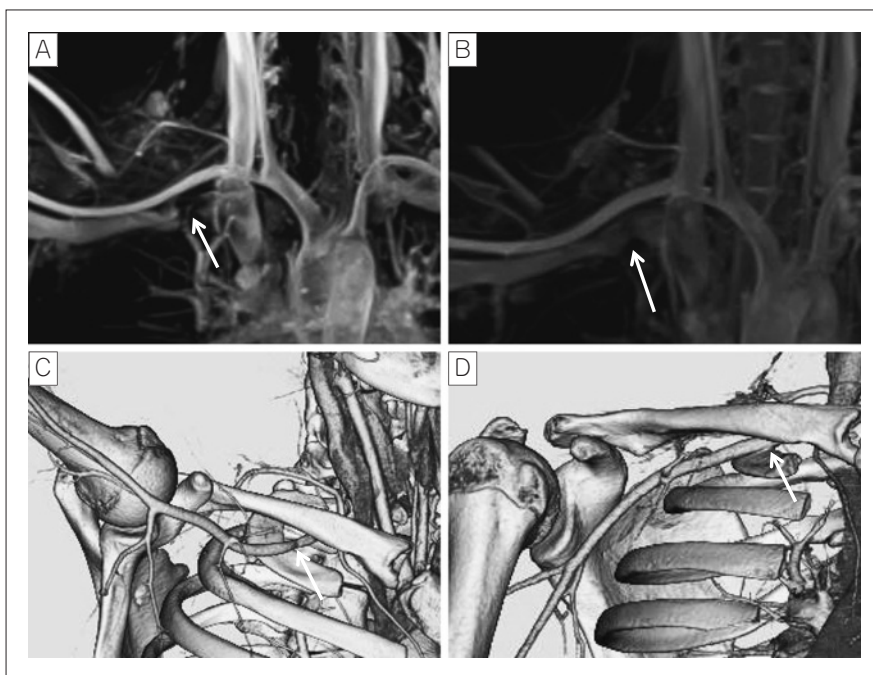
A：術前 MRI-MIP 画像。鎖骨下静脈は途絶（Grade 3）を認める。B：術後 MRI-MIP 画像。鎖骨下静脈の狭窄は減少し、Grade 1 となっている。C：術前 3D-CT angiography（右上肢挙上位）。鎖骨と第一肋骨の間隙で鎖骨下動脈のくびれ（狭窄）を認める。D：術前 3D-CT angiography（右上肢下垂位）。鎖骨と第一肋骨の間隙での鎖骨下動脈の狭窄は不明瞭。
